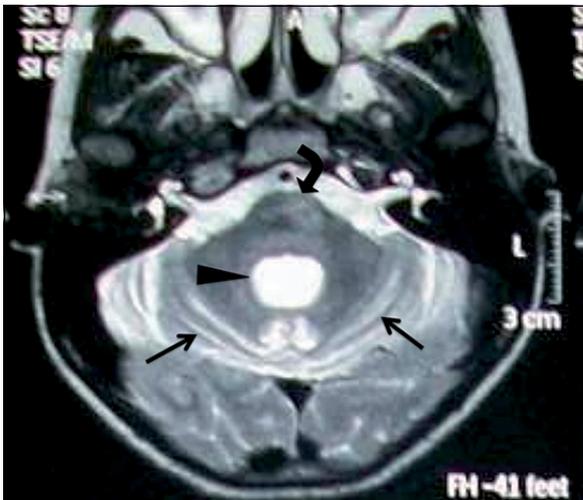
Resonancia magnética de cerebro, secuencias axiales potenciadas en T2 que demuestran aumento del espacio subaracnoideo interfolias (flechas) y del cuarto ventrículo (cabeza de flecha) como signos de atrofia cerebelosa asociados a moderada atrofia del bulbo raquídeo (flecha curva) y algunos cambios atróficos en pedúnculos cerebelosos.
